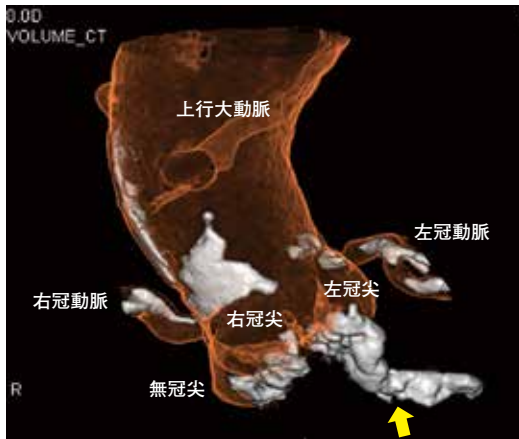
大動脈弁の術前3D-CT. 左冠尖から連続する石灰化が認められる (黄矢印).
